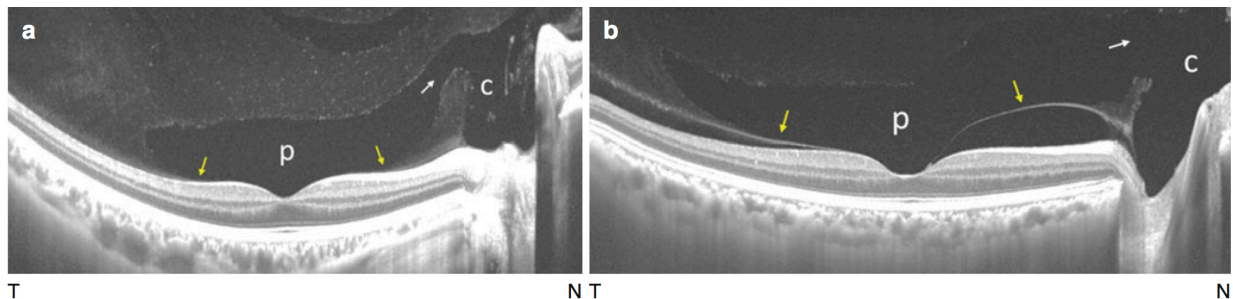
Tomografía de coherencia óptica de fuente de barrido de la bolsa vítrea precortical posterior y la región vitreo-papilar *in vivo*. Tomado de Itakura (Itakura et al., 2013; D. Li, Kishi, Itakura, Ikeda, & Akiyama, 2014)
